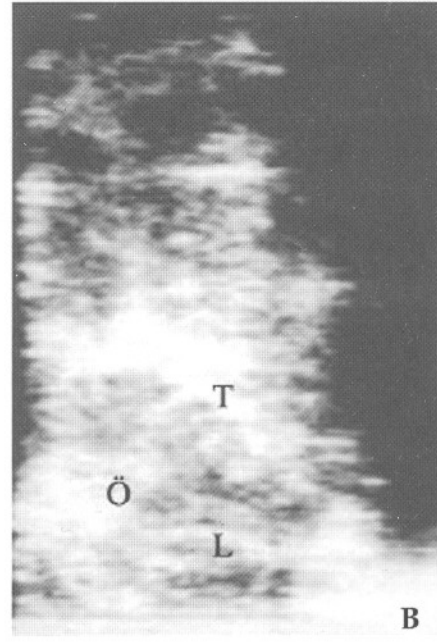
A. Akciğer orijinli metastatik tümör olgusunun preoperatif kontrastlı BT tetkikinde sol serebellar lokalizasyonlu, çevresi şerit şeklinde kontrast tutan kitle (S: Tümörün solid komponenti, N: Tümörün nekrotik komponenti). B. İntraoperatif kitle rezeksiyonu öncesi, kraniyotomi sonrası yapılan ultrasonografi tetkiki. (N: Tümörün nekrotik komponenti, S: Tümörün solid komponenti, T: Tentorium, Ö: Ödemli saha Y: Solid komponent ile ödemli saha arasında kalan yakın peritümöral alan.
